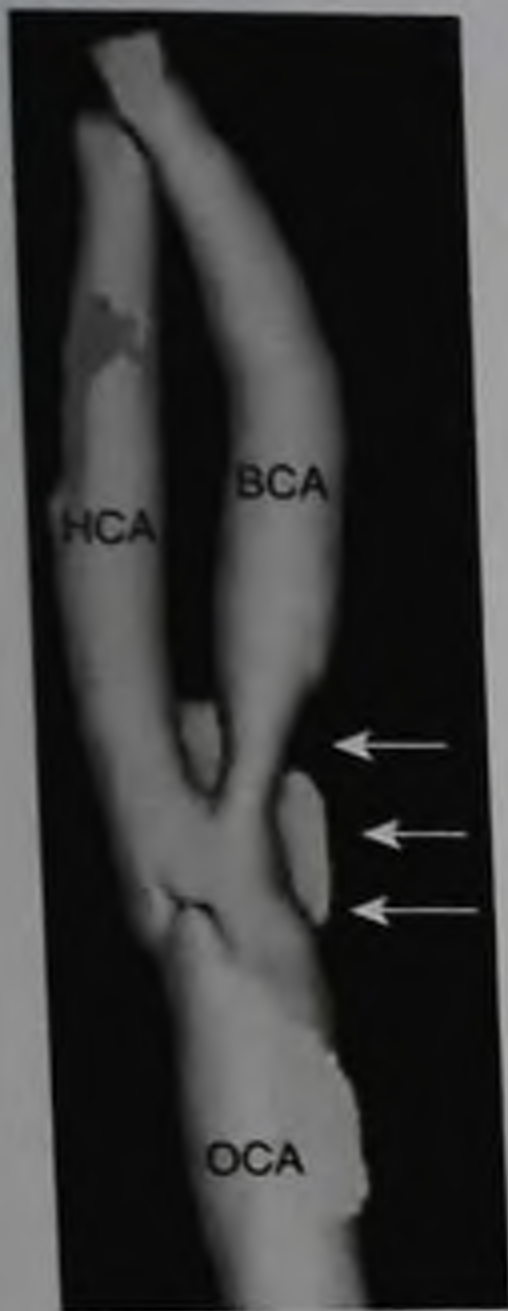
Спиральная компьютерно-томографическая ангиограмма: признаки атеросклеротического стеноза устья внутренней сонной артерии
